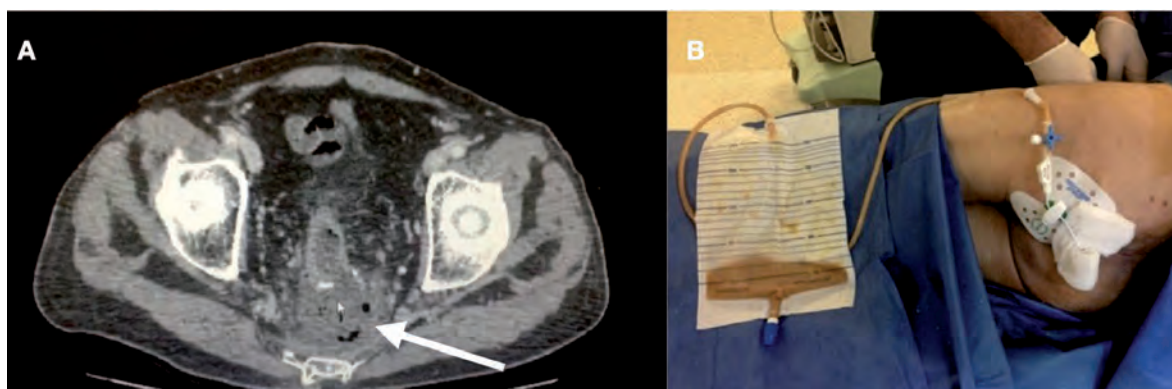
Absceso presacro. A: tomografía computada (flecha blanca); B: drenaje trans-glúteo izquierdo.⁶⁴
